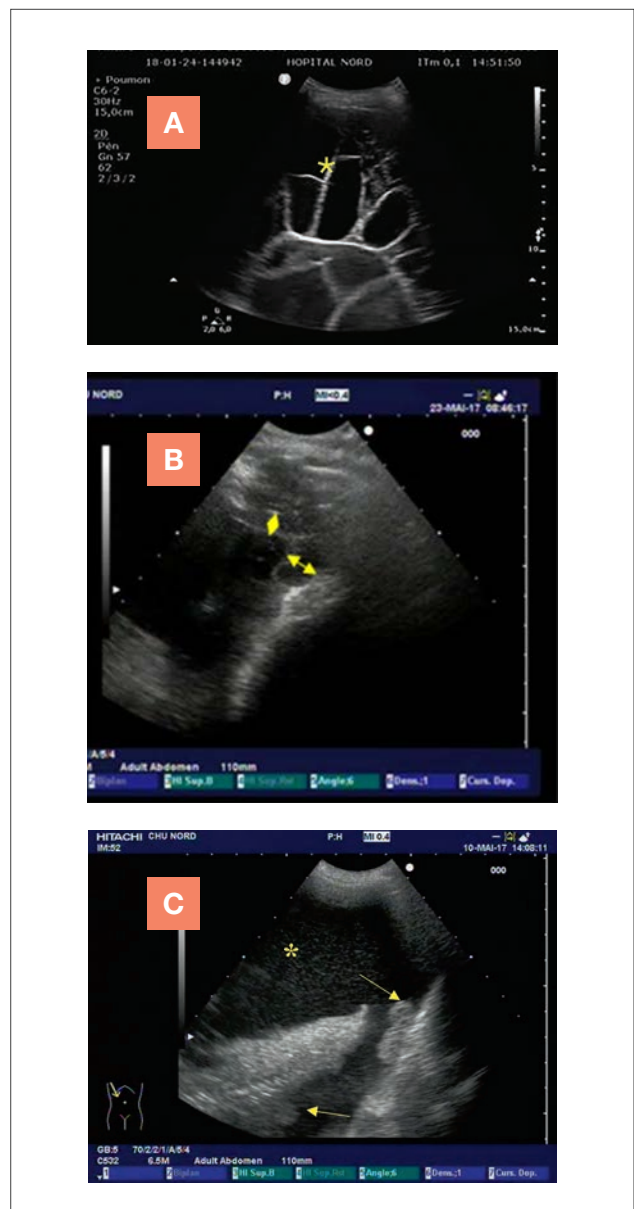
Aspect échographique des pleurésies (échographie thoracique avec une sonde convexe de basse fréquence)
